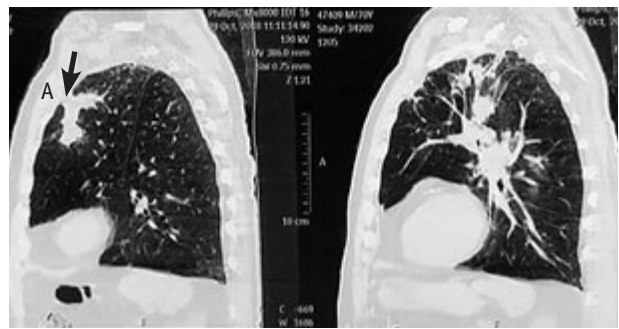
CT scan of chest organs of patient A., 72 years old
